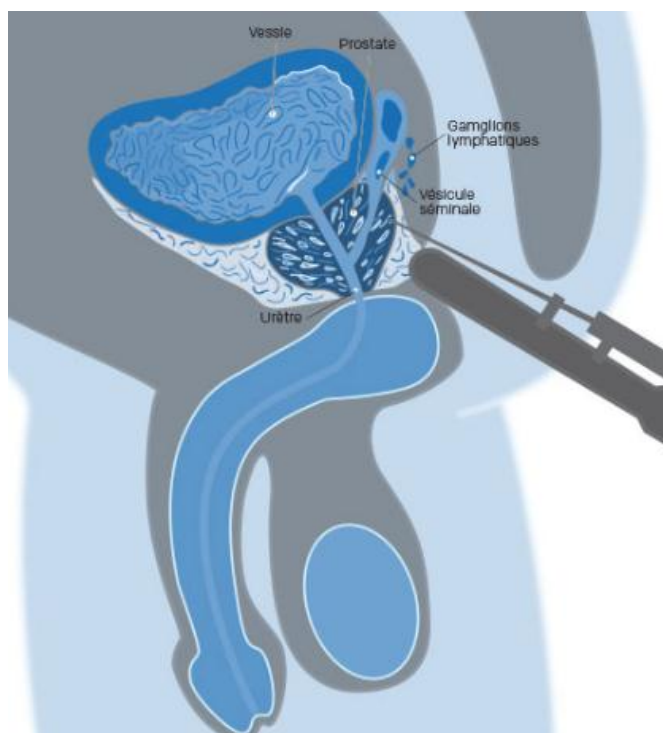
Biopsie prostatique sous contrôle échographique
